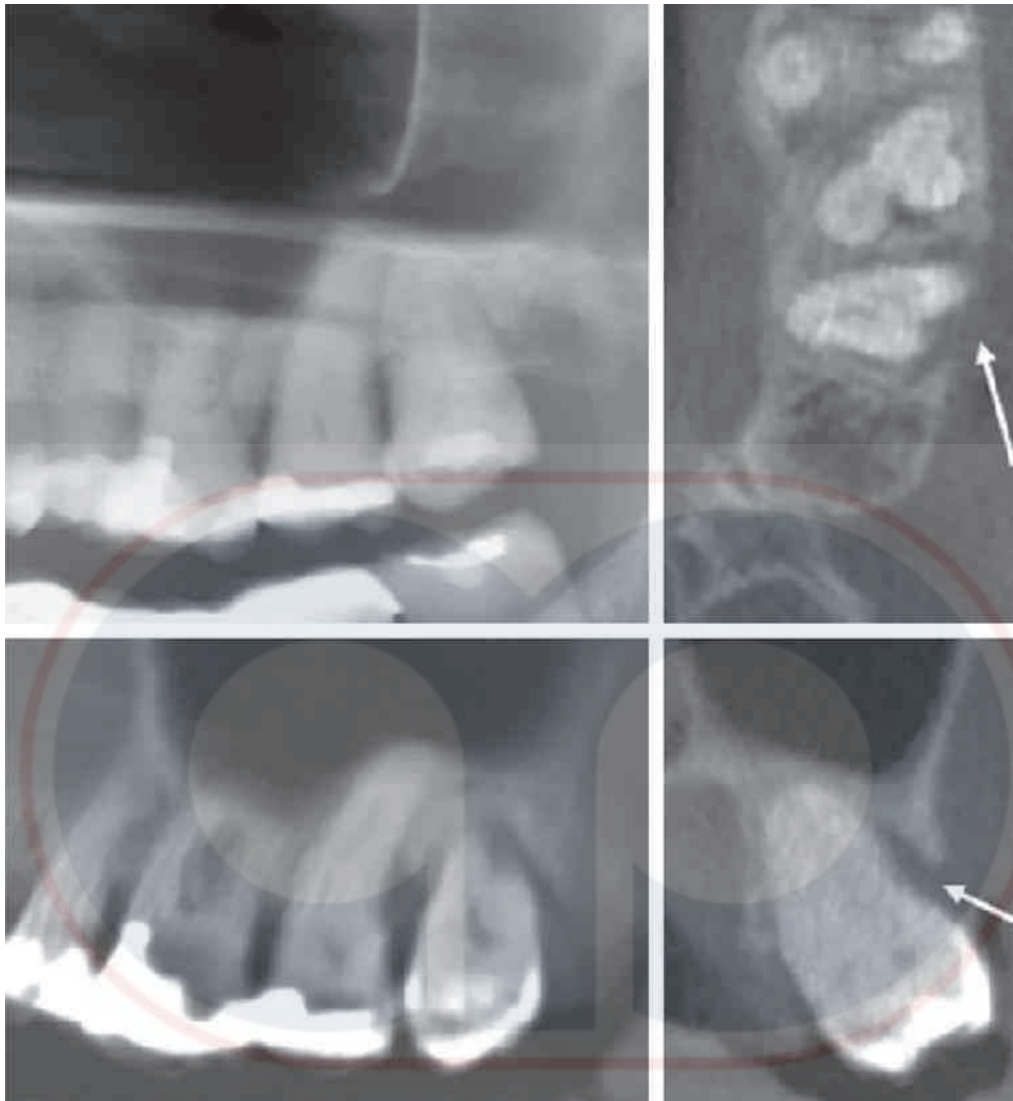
La radiografía panorámica recortada (*arriba a la izquierda*) muestra una pérdida ósea moderada entre el segundo y el tercer molar. Las imágenes de tomografía computarizada de haz cónico axial (*arriba a la derecha*), sagital corregida (*abajo a la izquierda*) y coronal (*abajo a la derecha*) demuestran más claramente los defectos óseos en esta región. La pérdida ósea periodontal adyacente a la superficie bucal del tercer molar se ve bien (*flechas*), pero no podía apreciarse en la radiografía panorámica.
